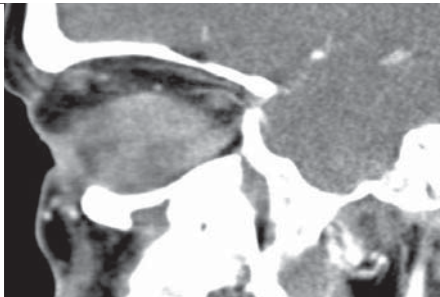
Mukokéla ľavej čeľustnej dutiny v CT obraze.
